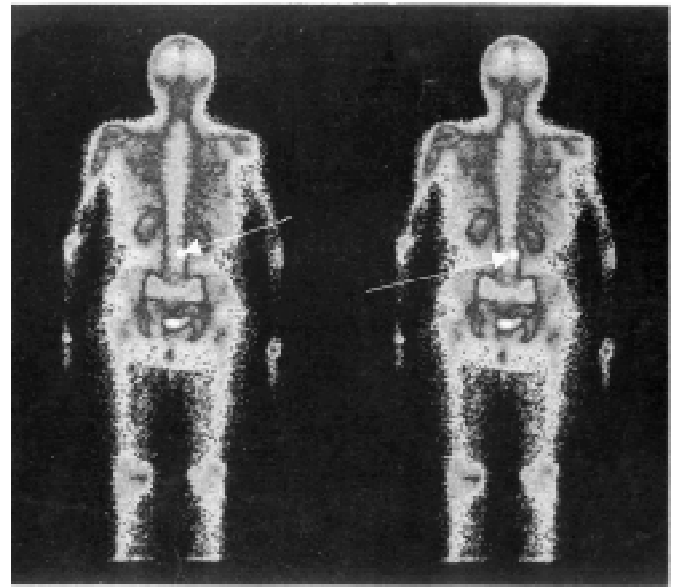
Хвора С., результати остеосцинтиграфії, 2006 р.
